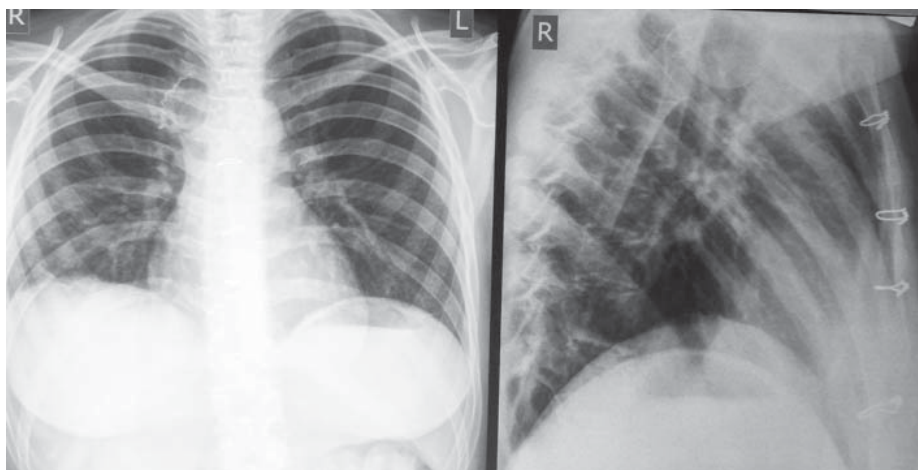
Рентгенографія органів грудної порожнини перед випискою
